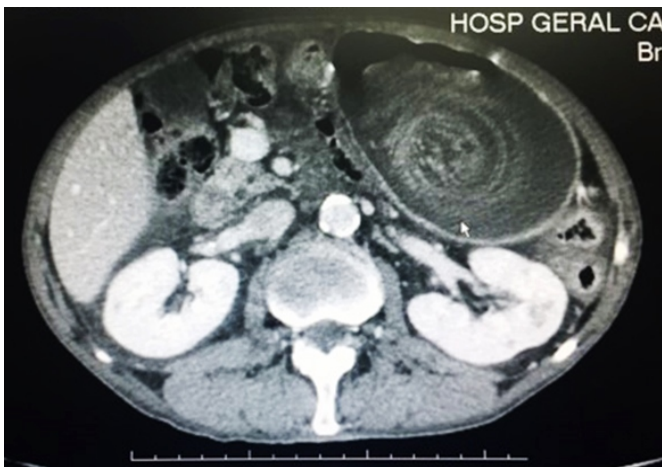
Tomografia computadorizada em corte axial com distensão gástrica e conteúdo em seu interior sugestivo de intussuscepção jejuno-gástrica.
